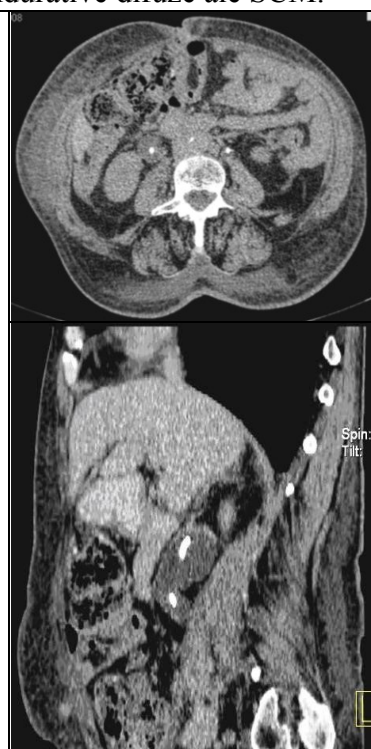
TC: fibroza în SRP, "stent".
